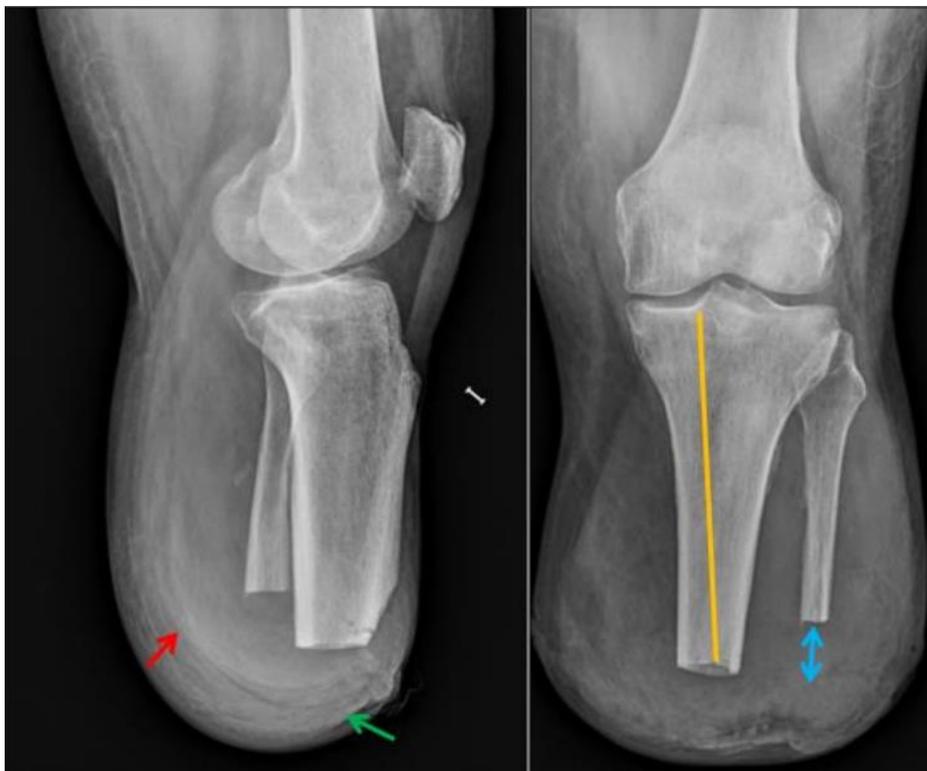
Radiographies d'une amputation trans-tibiale. (D'après l'ESSR 2023[15])
